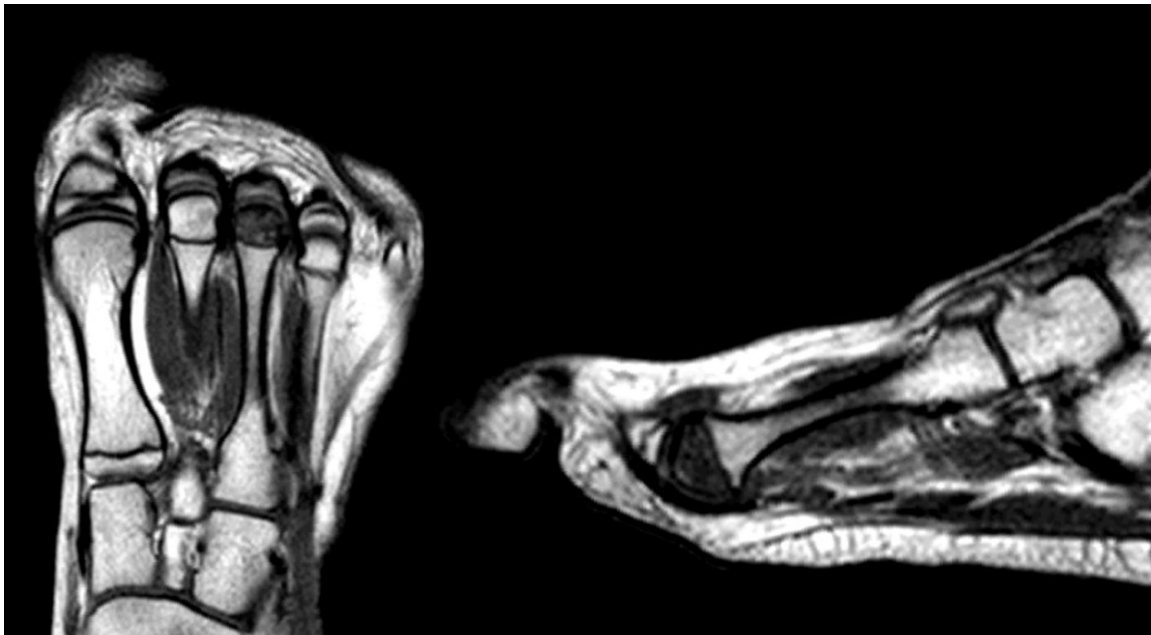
Ressonância magnética pré-operatória.
